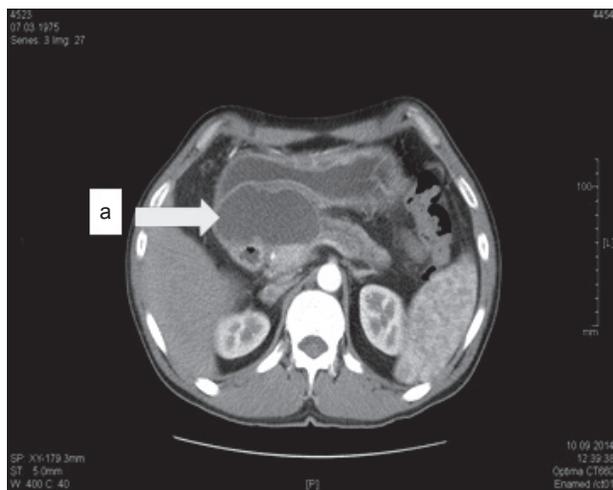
КТ-картина псевдокисты поджелудочной железы.
